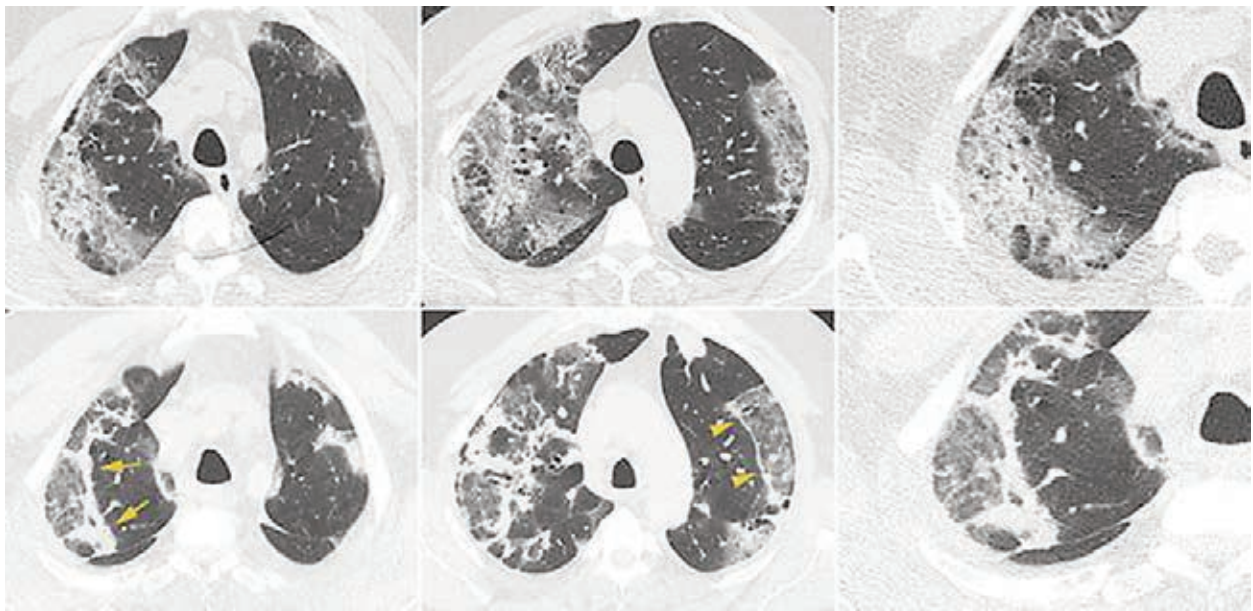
КТ ОГК в аксиальной проекции в динамике на соответствующих уровнях с увеличенными фрагментами правой верхней доли. COVID-19. Верхний ряд — 22 мая 2020 г., нижний — 29 мая 2020 г. При повторном сканировании отмечается уменьшение объема уплотнений и изменение их вида — появление участков по типу «обратного венца» (стрелки), которые характерны для ОП
